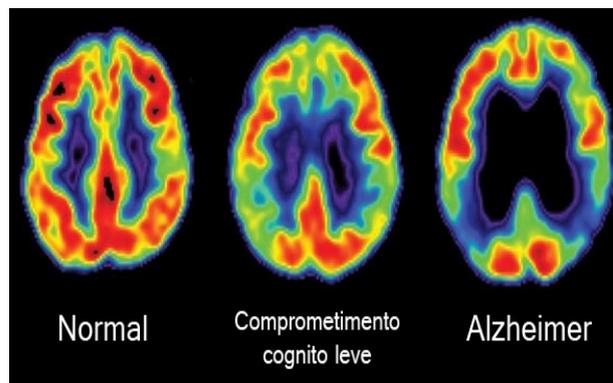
Tomografia relacionada ao desenvolvimento da doença, com o acúmulo de placas amiloides ao cérebro, comprometendo áreas do hipocampo. Fonte: Livraria Florence, 2015.
